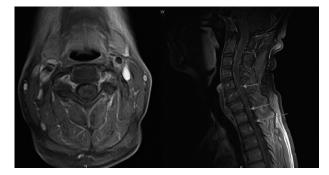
МРТ, аксиальный и сагиттальный срезы в режиме T1 с подавлением сигнала от жира. Сплошной стрелкой указаны в субарахноидальном пространстве извитой формы расширенные сосуды, которые окрашены контрастным препаратом. Очаг миелопатии контрастный препарат не накапливает
